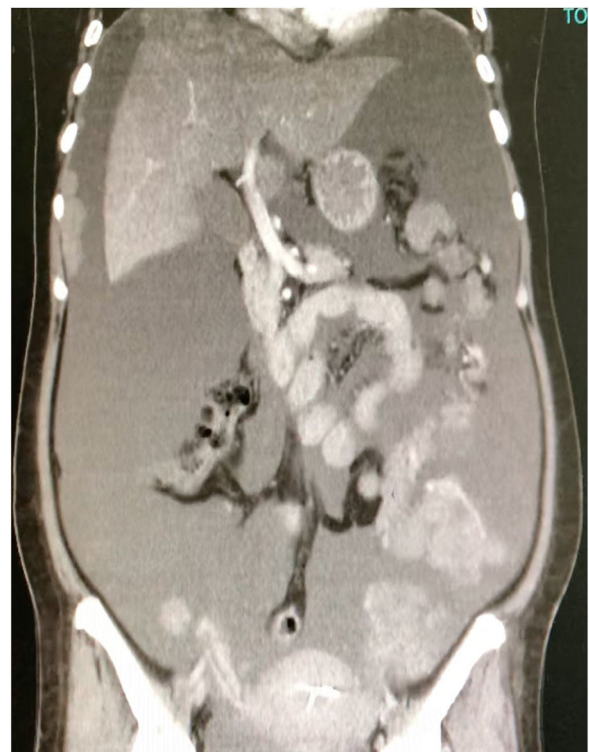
Tomografía contrastada abdomino-pélvica en corte coronal que demuestra ascitis masiva, implantes peritoneales, anexos lobulados, mal definidos con densidad heterogénea quística; se aprecia un DIU instalado.
